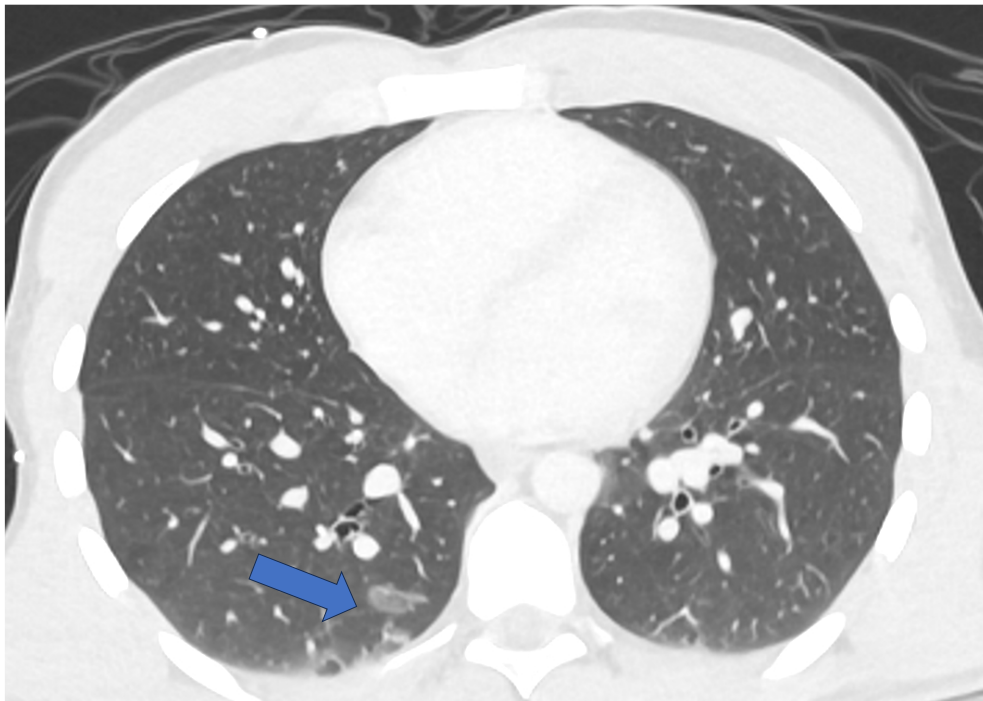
TC corte axial. Paciente con traumatismo costal derecho. Se observan varias opacidades parenquimatosas en el lóbulo inferior derecho (flecha), sugestivas de contusiones pulmonares.
